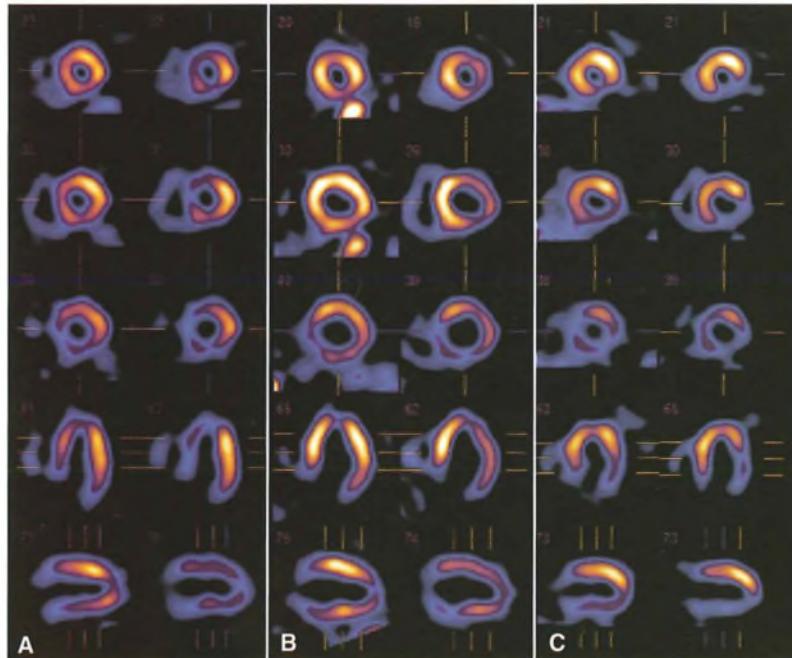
Tomoscintigrafia miocardica perfusionale in 3 casi di insufficienza coronarica. A) Caso 1: a riposo la perfusione è normale in tutti i territori miocardici, dopo lo sforzo compare un'intensa ischemia nel setto interventricolare. B) Caso 2: a riposo la perfusione è normale, dopo lo sforzo compare una vistosa ischemia in sede anteriore e laterale. C) Caso 3: già a riposo è presente un'ischemia in sede infero-laterale, che si accentua dopo lo sforzo.
